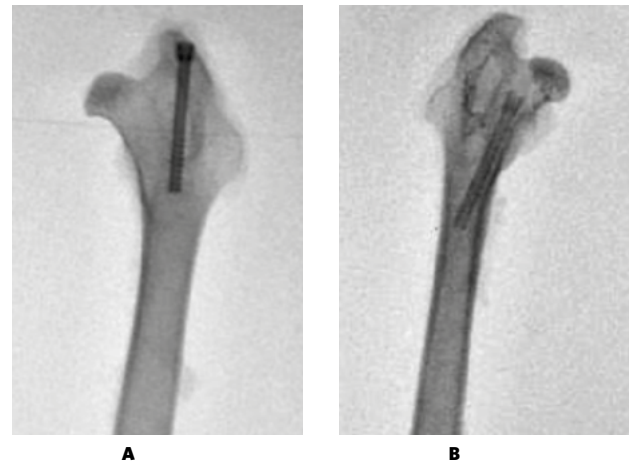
Рентгенограммы бедренной кости через 2 месяца:
